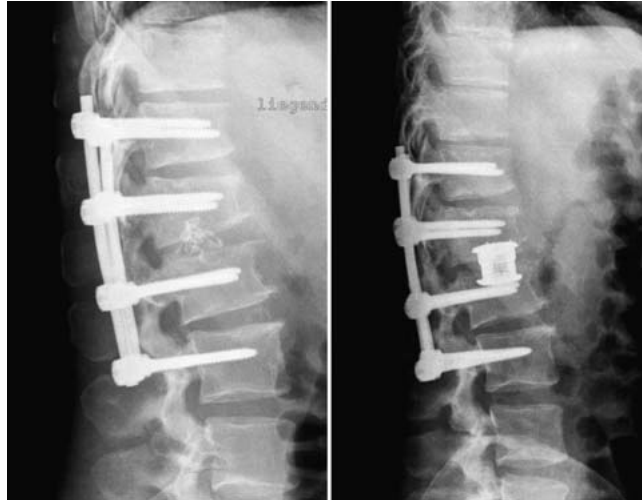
Seitliches Röntgen: bisegmentale Spondylitis; dorsoventrale Spondylodese mit 2 Harms-Cages.
